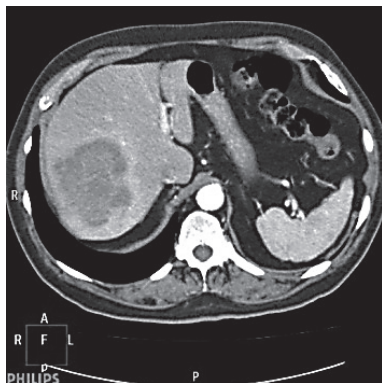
Базове КТ-дослідження, артеріальна фаза сканування: метакронний мКРР. В SVII–VIII солідний осередок нерівномірно зниженої щільності, з нерівним контуром, із чіткою гіперваскулярною зоною по контуру
